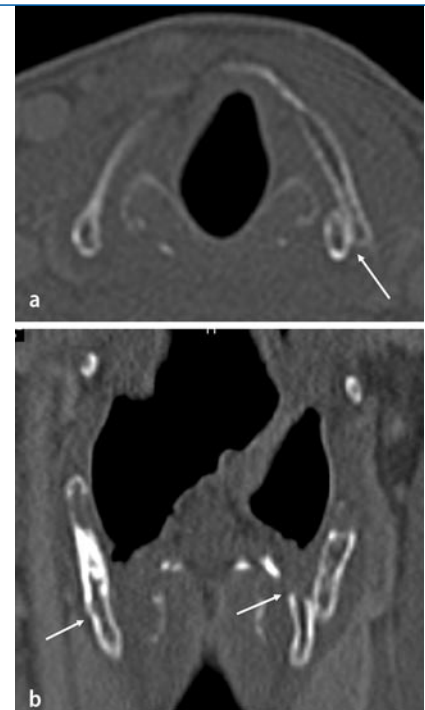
▲ Schilddrüsenfraktur nach einem Autounfall. Das axiale CT-Bild (a) und die koronare 2D-Rekonstruktion (b) weisen die dislozierte Schilddrüsenfraktur nach, die einen fast horizontalen Verlauf hat (*Pfeile*)
